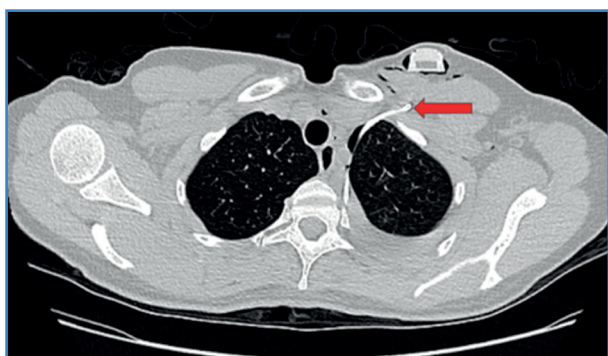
TC simple de tórax, corte axial, en el que se evidencia (flecha roja) el trayecto del catéter en el hemitórax ipsilateral.
